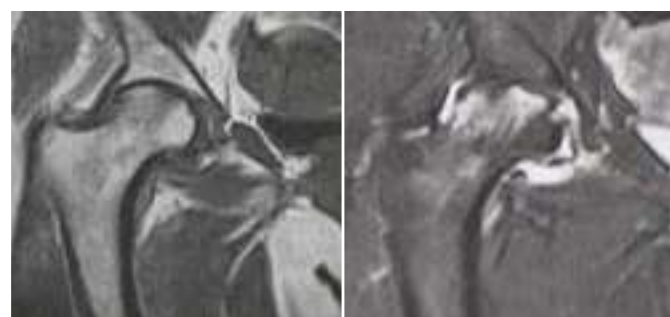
Ressonância Magnética do quadril direito em corte coronal ponderada em T1 e T2, evidenciando edema ósseo da cabeça femoral com fratura por insuficiência subcondral.
